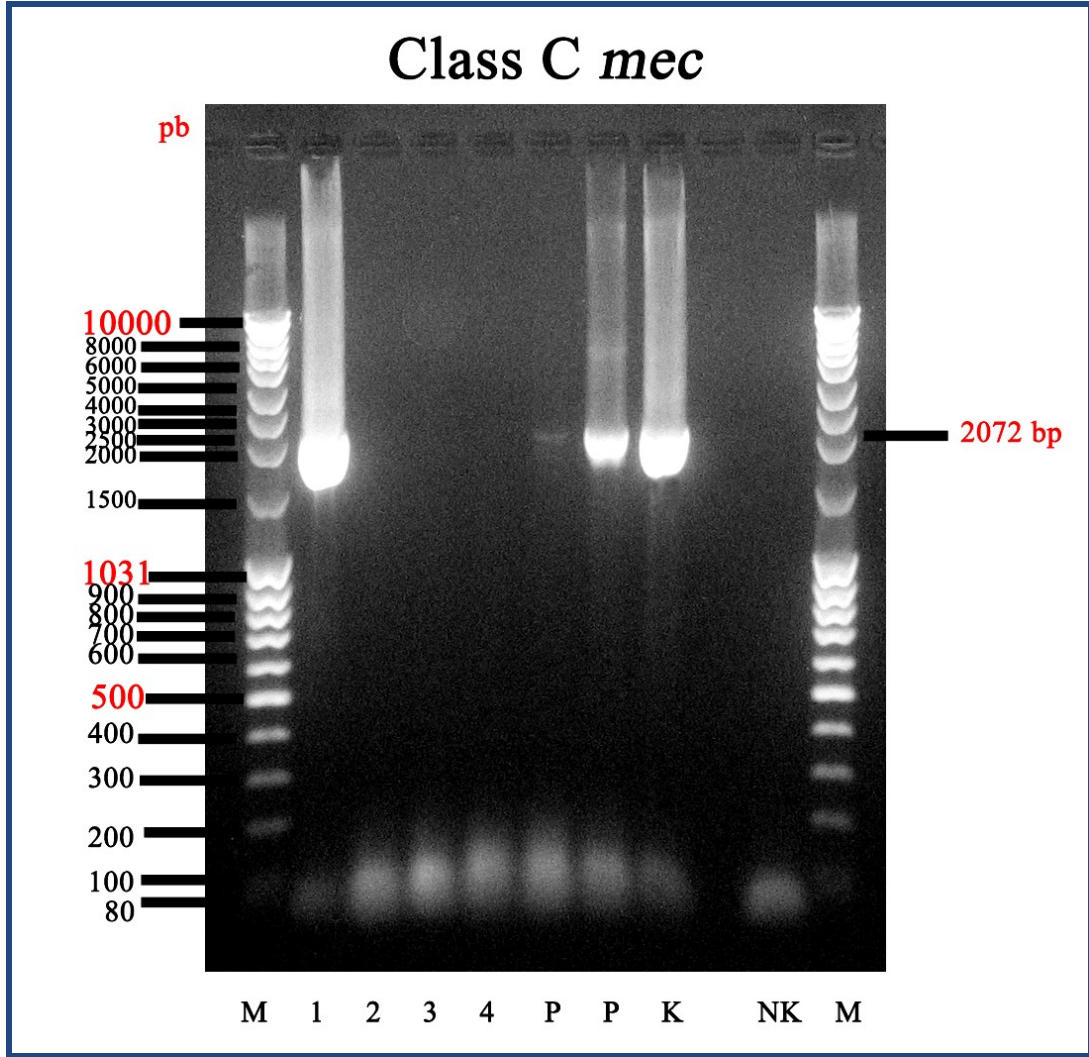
Enfeksiyon etkeni olan TK-MRSA suşlarının SCCmec tiplerinin jel görüntüleri (M: Moleküler büyüklük belirteci, 1-23: MRSA suşları, K1-K6: Kontrol suşları [K1: GRE-14, K2: HPV-107, K3: BK-2464, K4: HUSA-304, K5: HDE-288 ve K6: HSJ-216], NK: Negatif kontrol)
